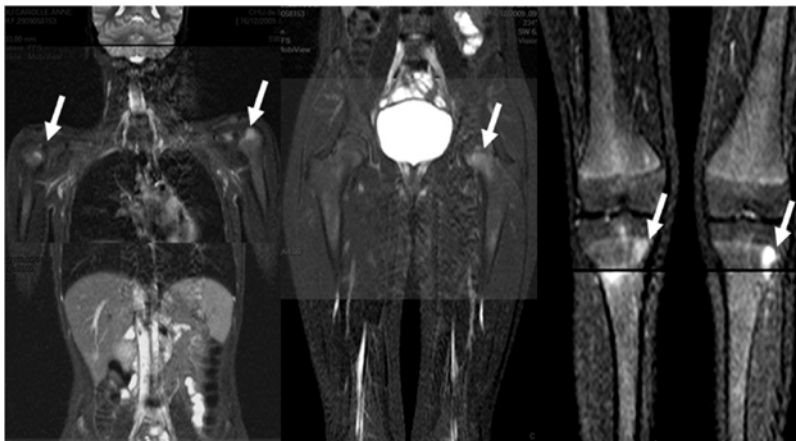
IRM corps entier : coupes coronales, séquence T2 STIR.
